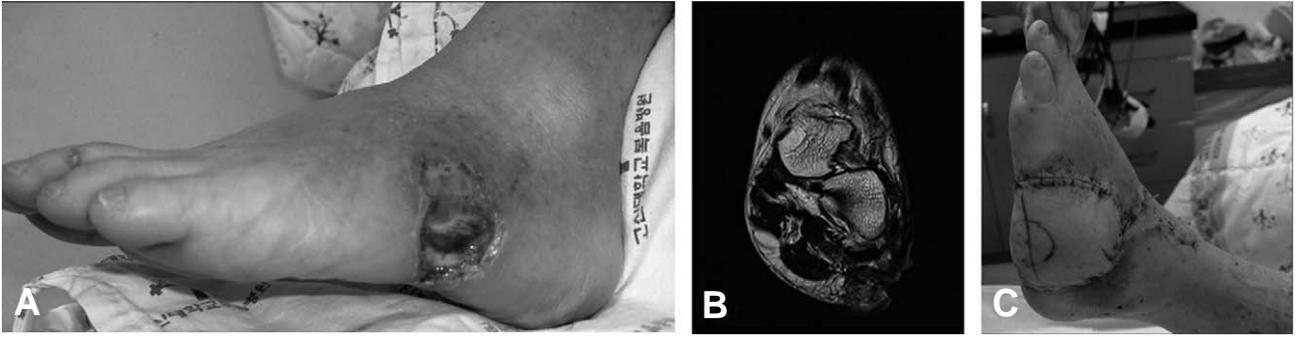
Squamous cell carcinoma on left foot dorsolateral aspect (A) is noted. In Axial MRI, soft tissue mass involving muscle was noted (B). Wide excision and ipsilateral anterolateral thigh free flap was designed and performed (C).
